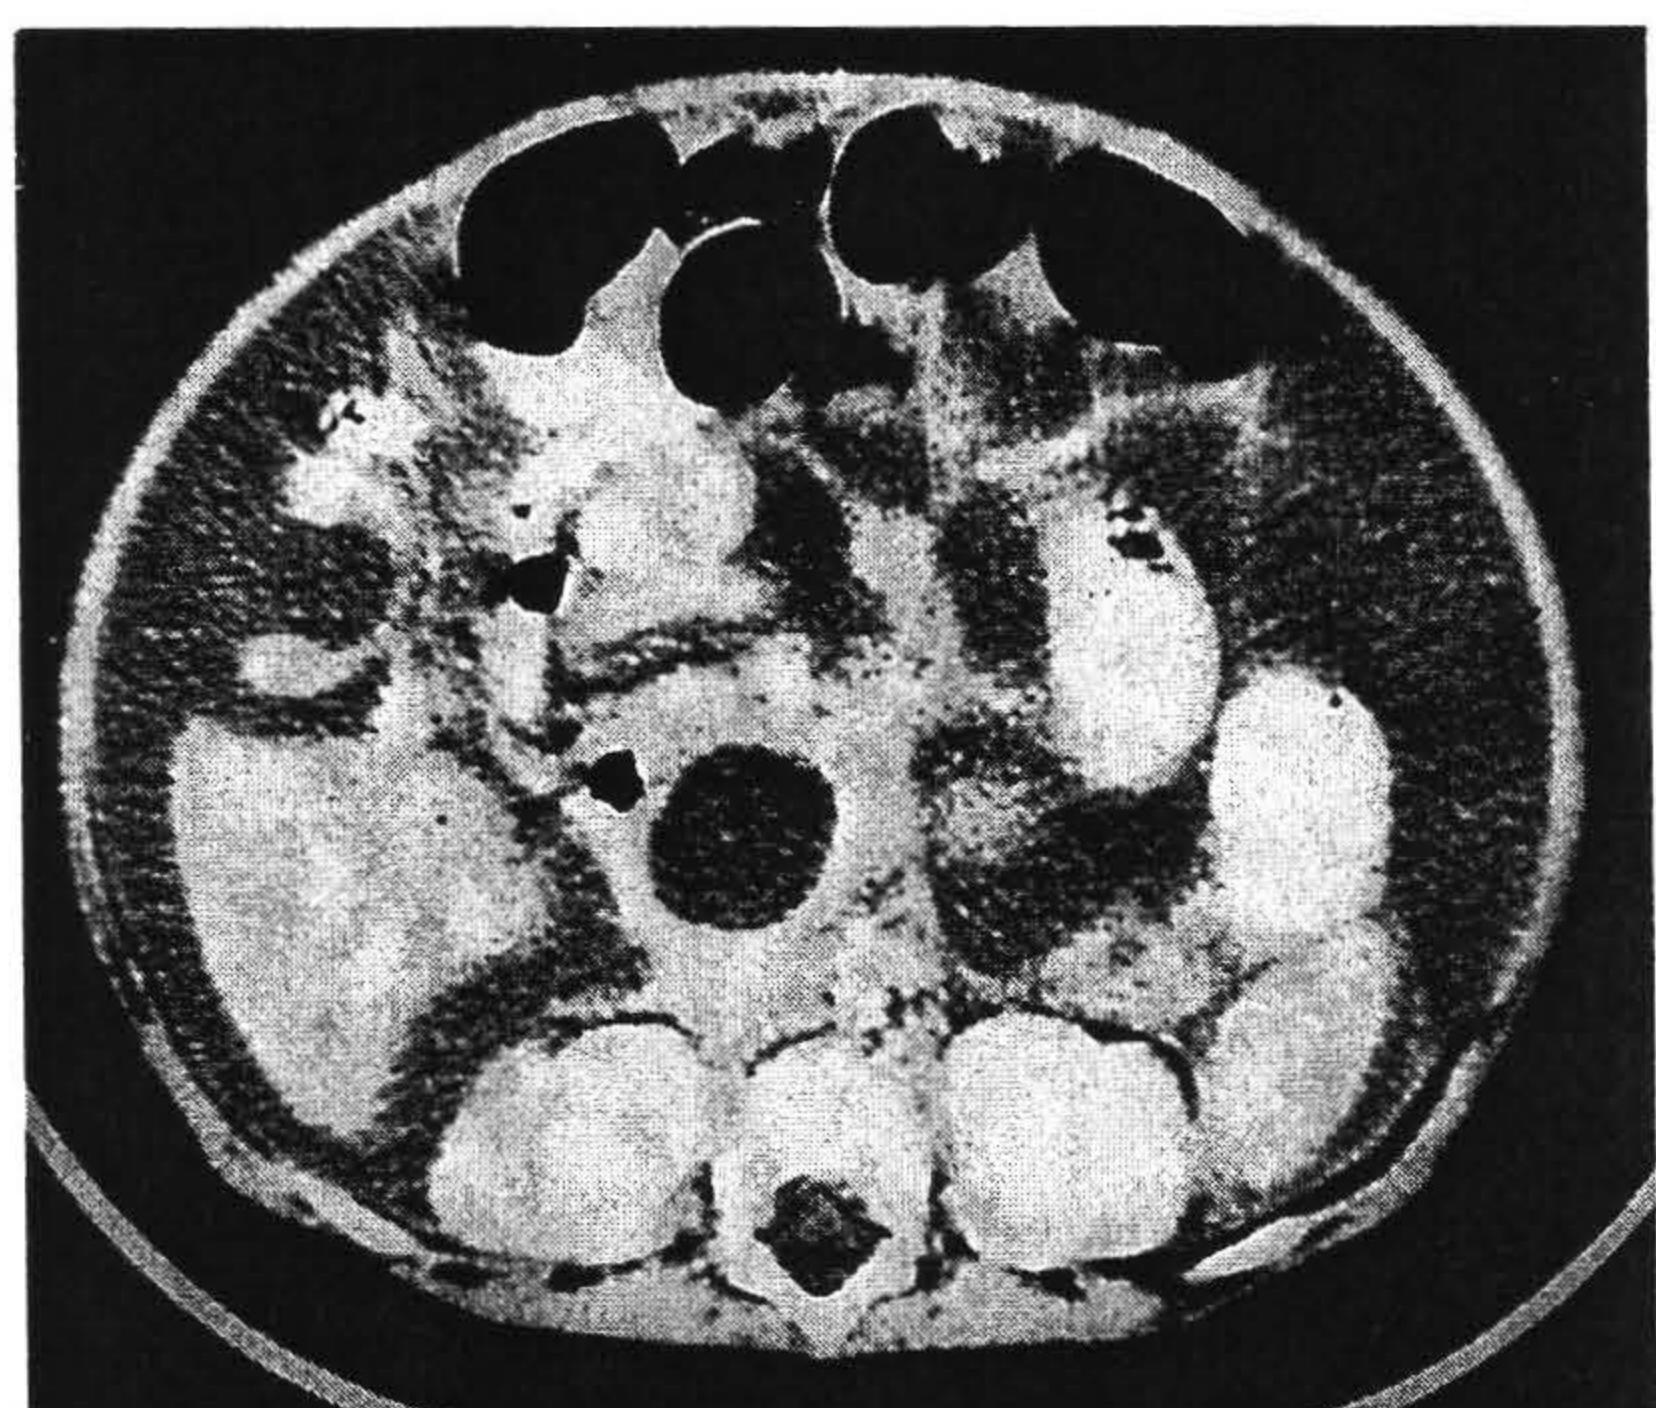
Abdominal CT of the case 4, showing dilation of the common bile duct and profuse amount of ascites.
